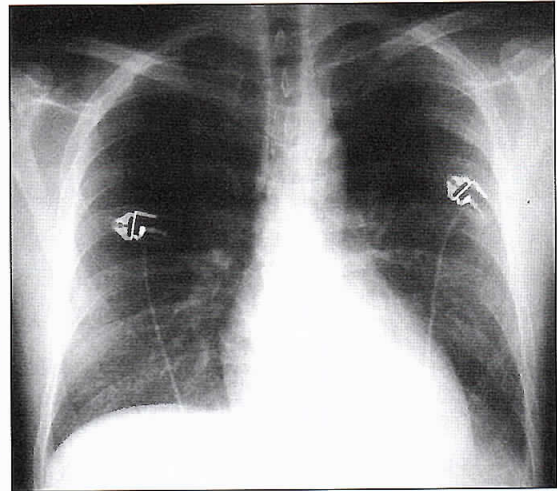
Radiografía de tórax 06.04.2002. Resolución progresiva de los infiltrados.
